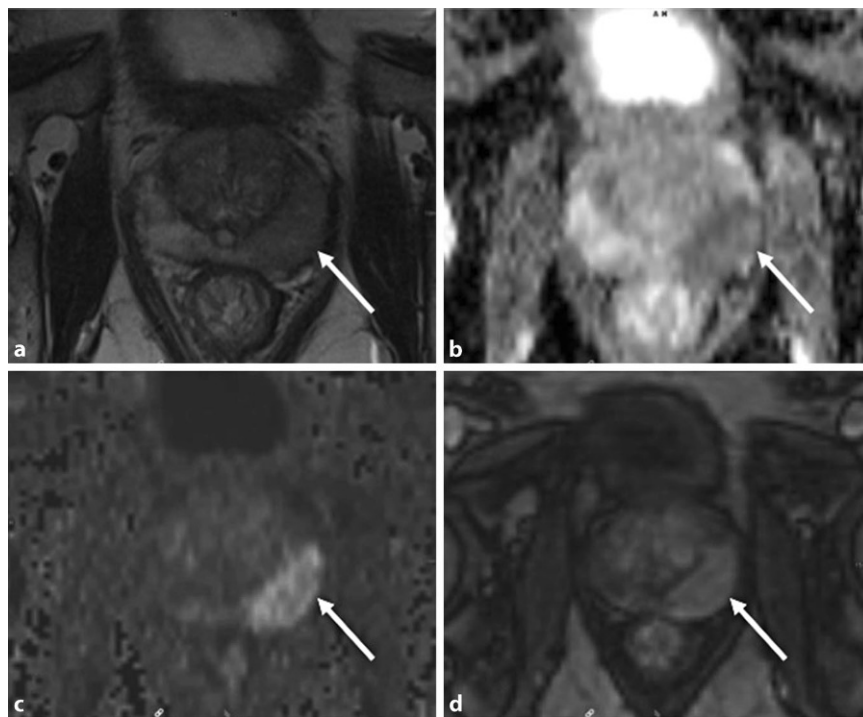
▲ MRT eines 71-jährigen Patienten mit einem Serum-PSA von 8,8 ng/ml. a In der T2-gewichteten Sequenz zeigt sich links in der peripheren Zone eine über 1,5 cm große hypointense, suspekt Läsion (Pfeil). b Korrespondierend zeigt sich eine Diffusionseinschränkung in der ADC-Map („apparent diffusion coefficient“) und c eine Hyperintensität in der Diffusionsbildgebung (DWI, $b = 1000 \text{ mm}^2/\text{s}^2$). Die Läsion kann eindeutig als suspekt klassifiziert werden (PI-RADS 5). d Die DCE liefert bei diesem Patienten keine relevante Zusatzinformation
